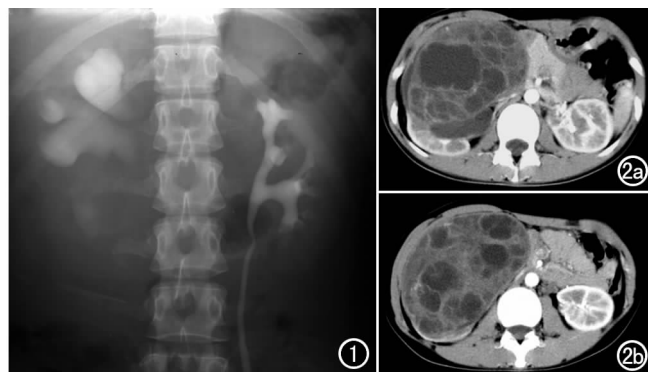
IVP示右肾体积增大,右肾盂肾盏扩张积水,输尿管未显影;左肾盂、输尿管及膀胱显影良好。图2 a) CT示右肾向前方突出巨大多囊状囊实性肿块,大小约6.0cm×10.0cm,内有分隔,右侧肾盂受压及扩张,内见钙化影;b)增强后实性部分轻度强化。
